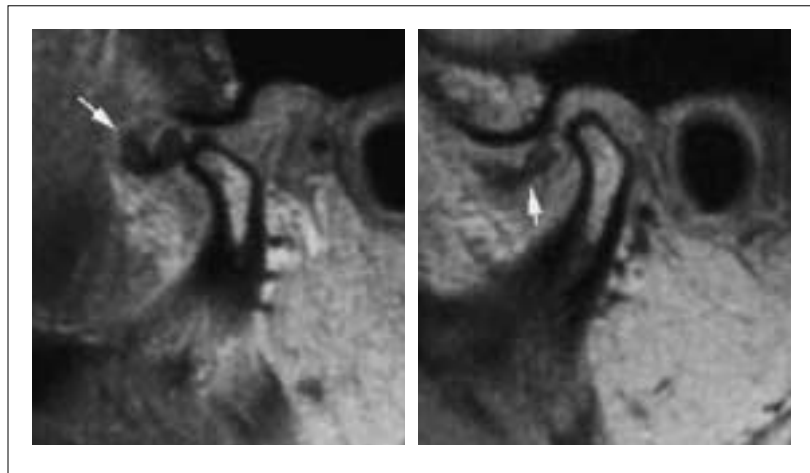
顎関節症のMRI：閉口位 (a) で関節円板 (矢印) は下顎頭の前方へ転位し，開口位 (b) でも復位を認めない。
